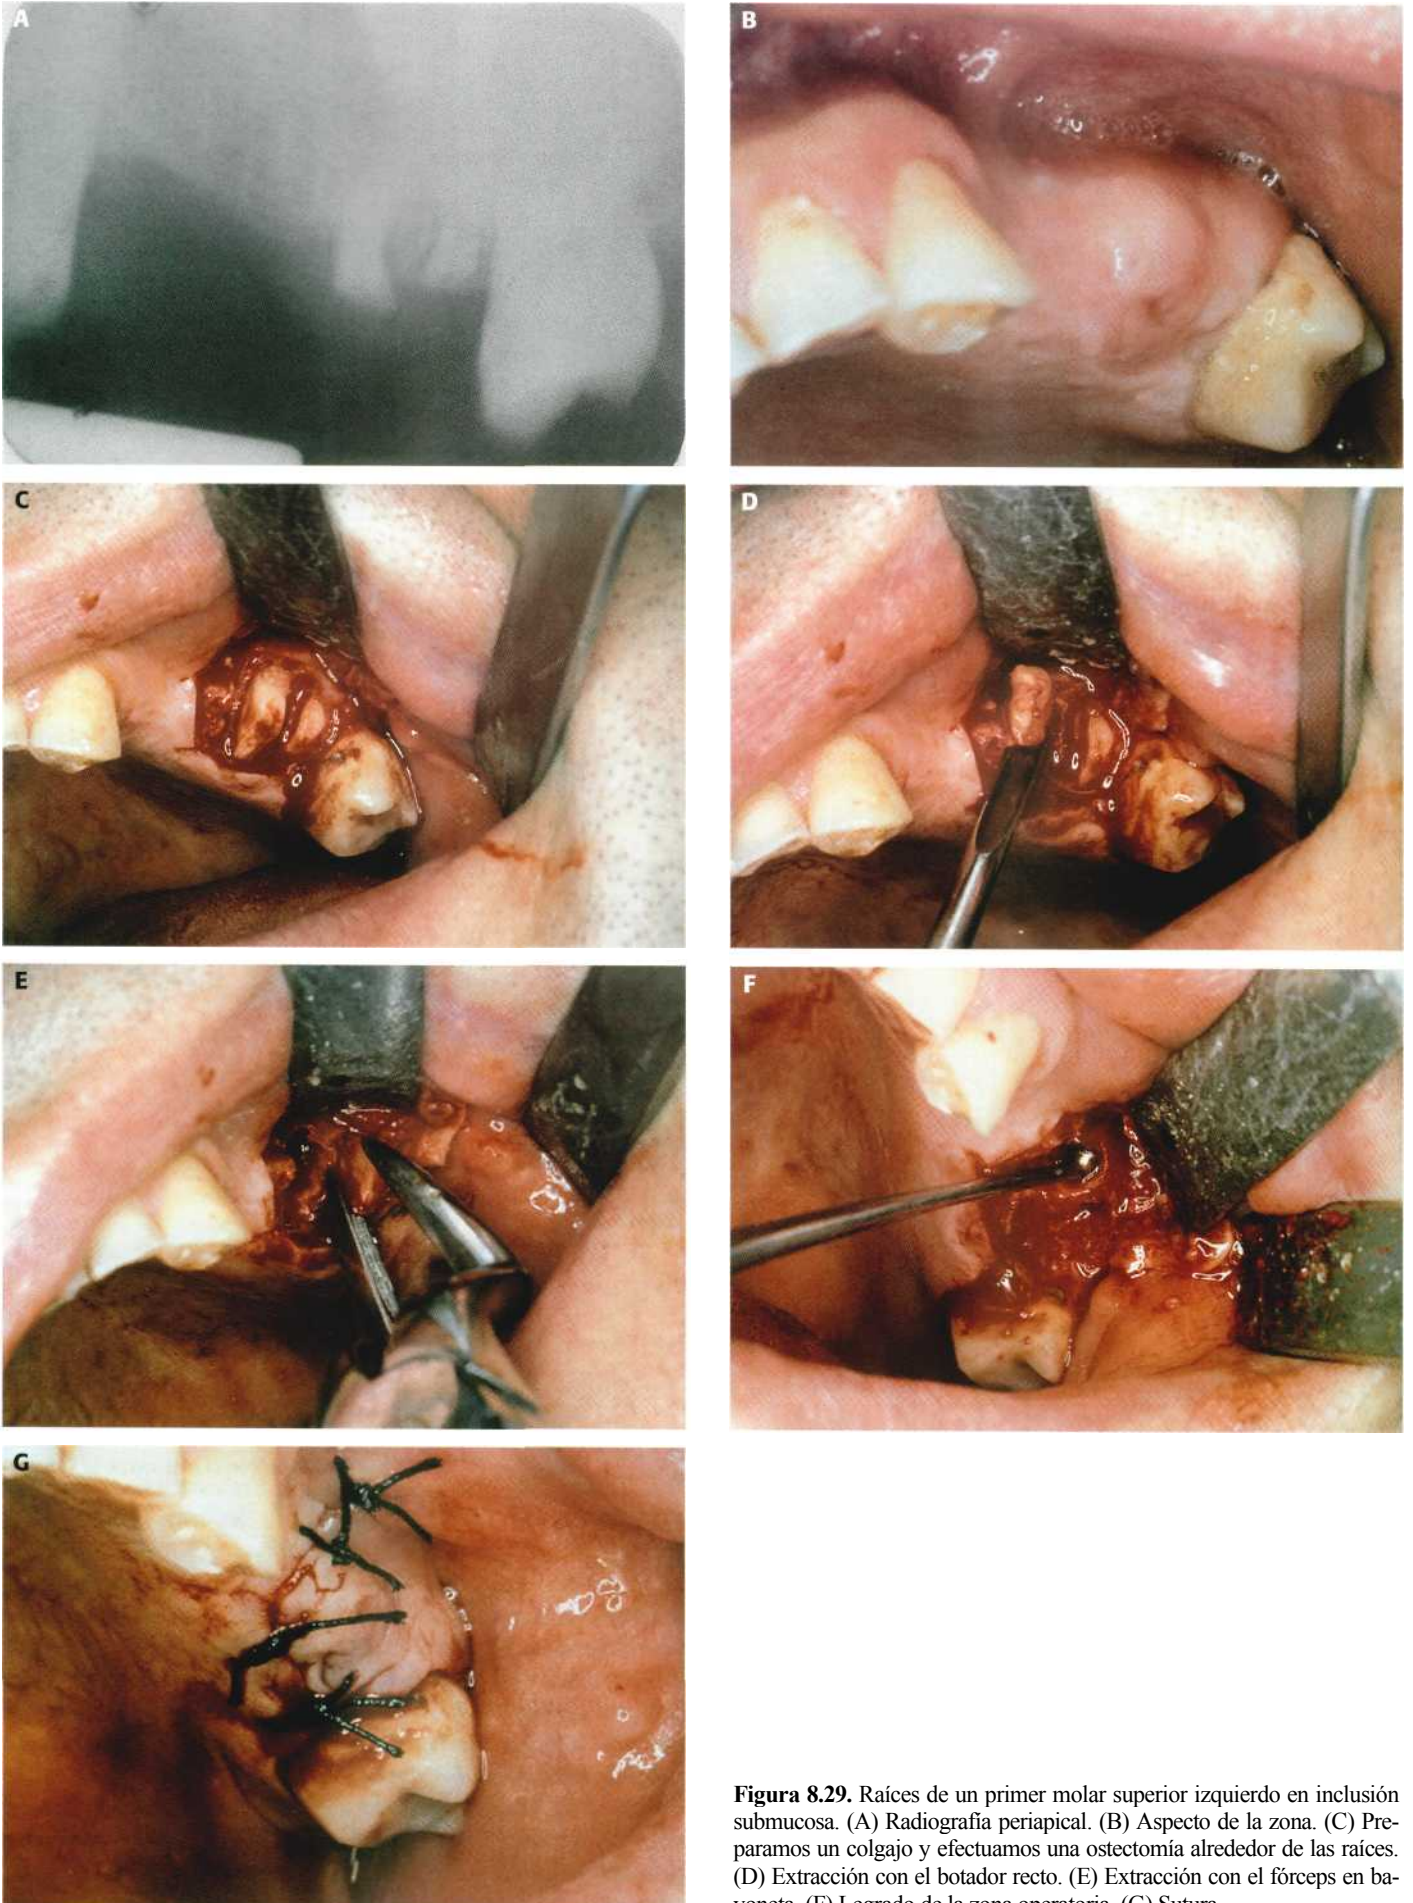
Raíces de un primer molar superior izquierdo en inclusión submucosa. (A) Radiografía periapical. (B) Aspecto de la zona. (C) Preparamos un colgajo y efectuamos una osteotomía alrededor de las raíces. (D) Extracción con el botador recto. (E) Extracción con el fórceps en bayoneta. (F) Legrado de la zona operatoria. (G) Sutura.
